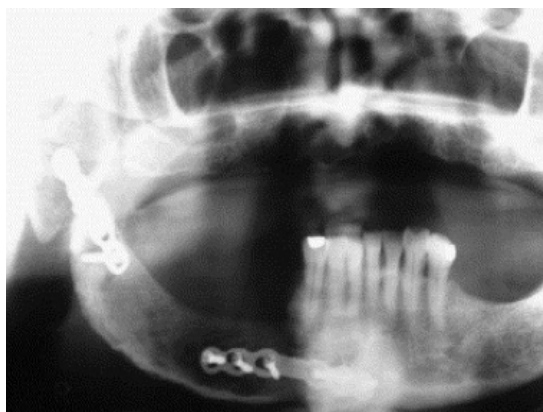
Reconstruction avec la crête iliaque : radiographie panoramique (d'après Baraga-Sylva) [43]
